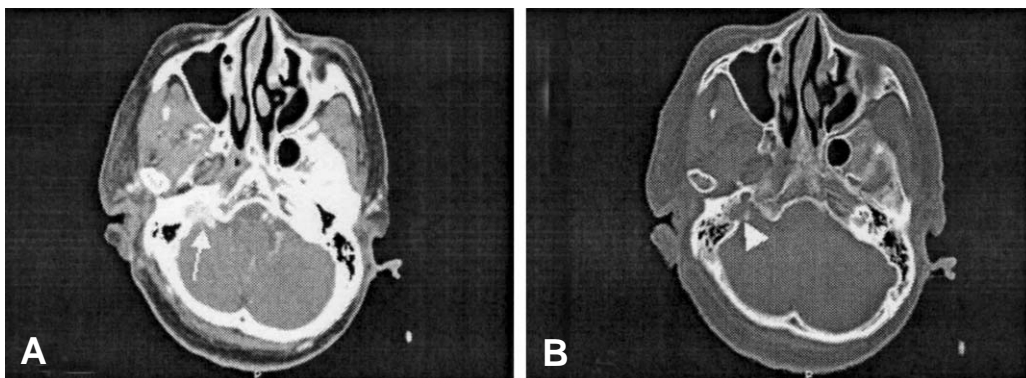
Brain CT, enhanced axial image (A) and bone setting image (B) Arrow in (A) indicates the mass with hypervascularity at the right jugular foramen and arrow in (B) indicates the widening with bony destruction at the right jugular foramen.
